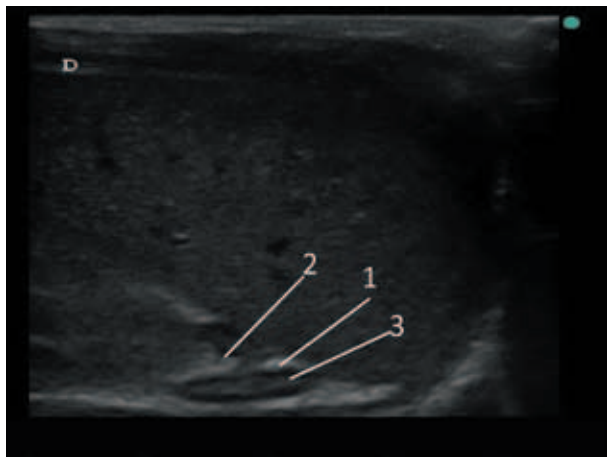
УЗИ правого надпочечника мальчика в возрасте 25 дней жизни, родившегося на 27-й неделе гестации (диагноз: врожденная пневмония), продольное сканирование в В-режиме: надпочечник треугольной формы, контуры четкие, ровные; четкая дифференцировка на корковый и мозговой слои, граница между слоями четкая, неровная (стрелка 1); в корковом веществе – одиночные гиперэхогенные включения (стрелка 2) и тяжи (стрелка 3). Размеры: ширина 9,2 мм, высота 11 мм, толщина 2,9 мм
